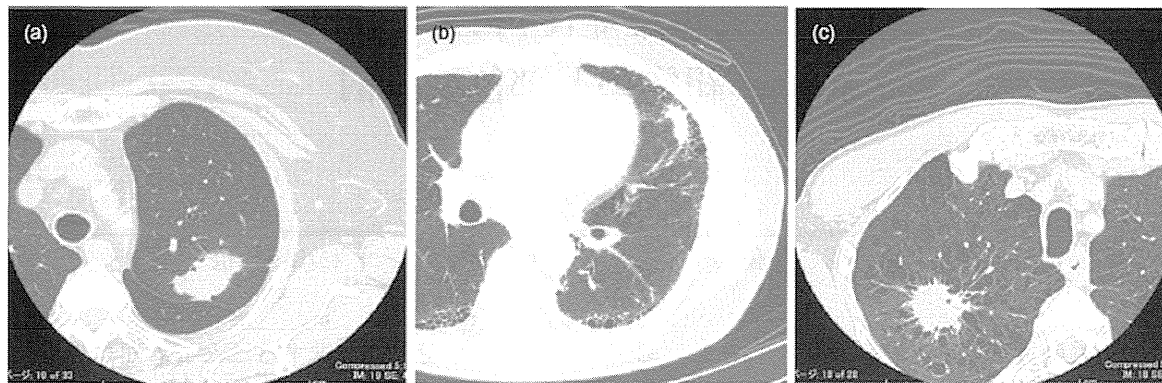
Chest computed tomographic images. (a) Adenocarcinoma in the normal lung fields (normal group). (b) Squamous cell carcinoma in the fibrotic area of lingular segment (fibrosis group). (c) Adenocarcinoma in the emphysematous area of right upper lobe (emphysema group).
